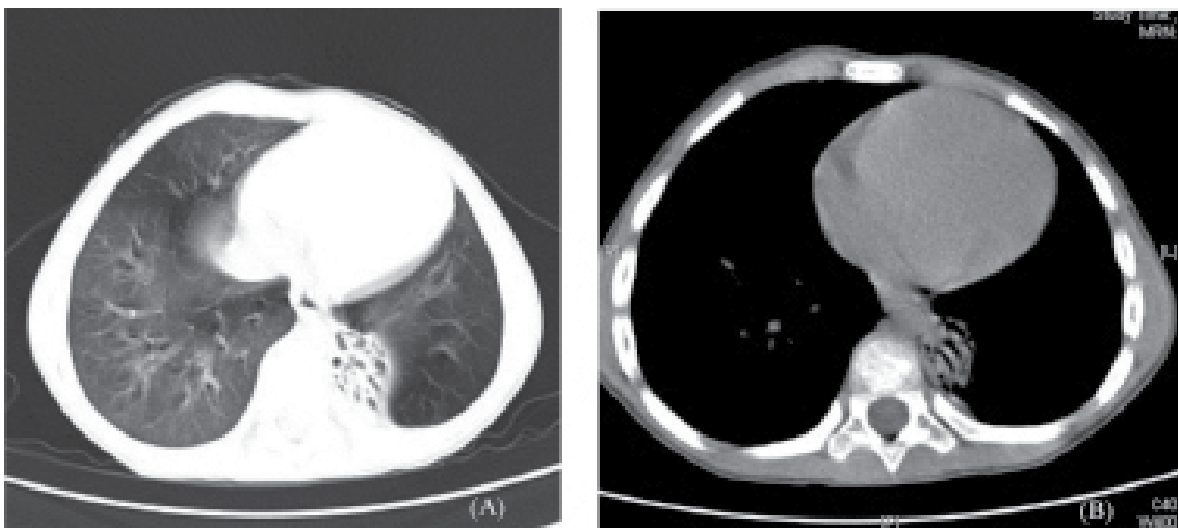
• Cortes de TC torácica sobre zona de consolidação pulmonar paravertebral esquerda, aparentemente irrigada por vaso que emerge da parede esquerda da Aorta, com exuberante broncograma aéreo no seio da consolidação, sugerindo um Sequestro Pulmonar.
